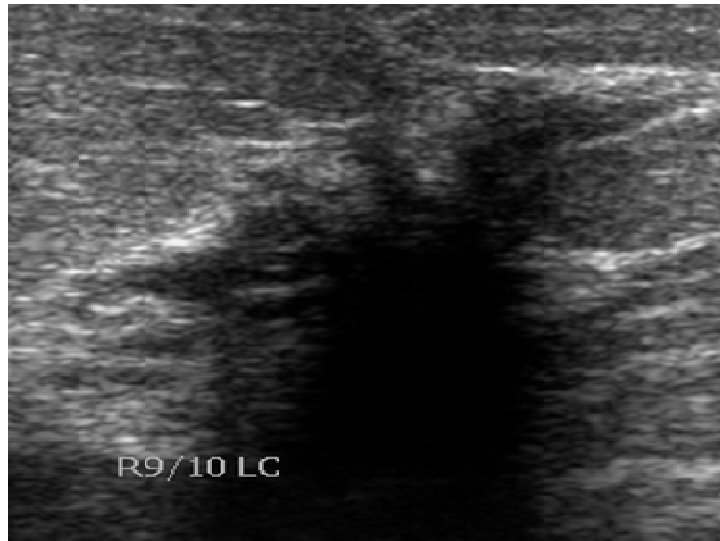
Ultrasonido: lesión, amorfa, bordes en pseudópodo, diámetro mayor es vertical a la piel, hipoecogénico, sombra acústica posterior.
